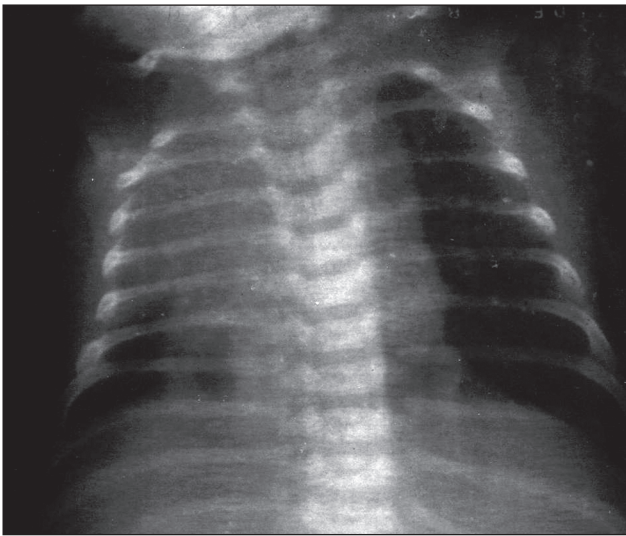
Chest radiograph. Intense shadow in the right lung. The shadow of the heart is shifted to the right
